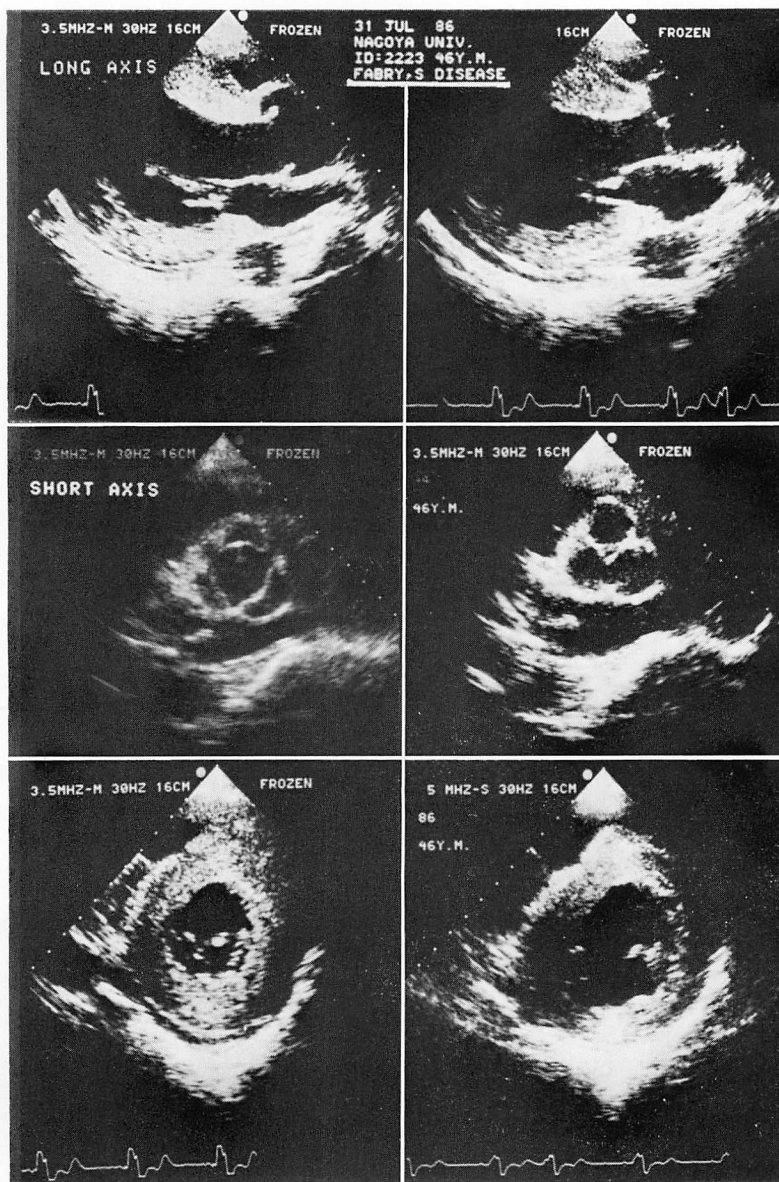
Two-dimensional echocardiograms of long- and short-axis views in a 46-year-old man with Fabry's disease.
